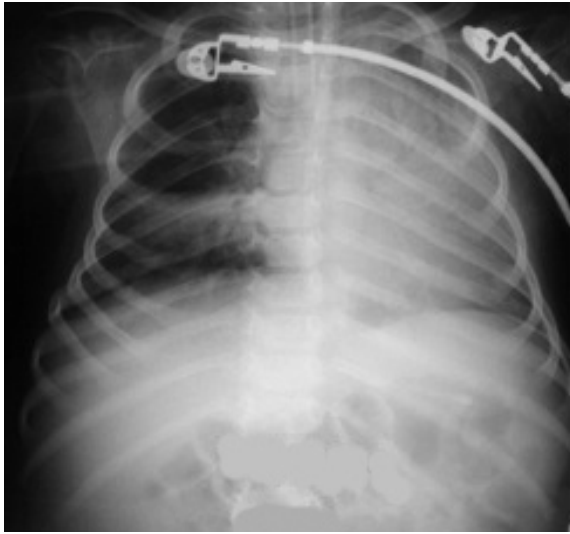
Spinal musküler disrofi tanısıyla izlenen ve aspirasyon ve pnömoni ile yatışı yapılan hastada ilk başvuruda elde edilen frontal AC grafisi. Trakea, mediasten ve kalbin sağa çekildiği ve sağda yaygın dansite artışı (atelektazi/kollaps ve/veya pnömoniye bağlı), sol tarafta kompensatris havalanma artışı dikkati çekmektedir.
